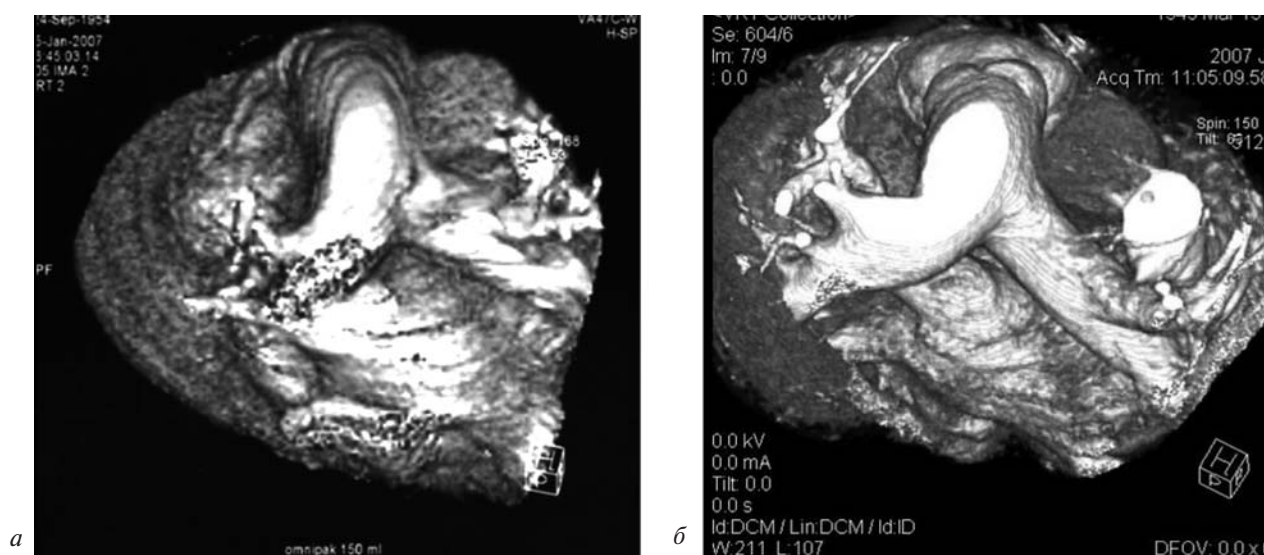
КТ-ангиография сердца и ЛП (трехмерная реконструкция):
